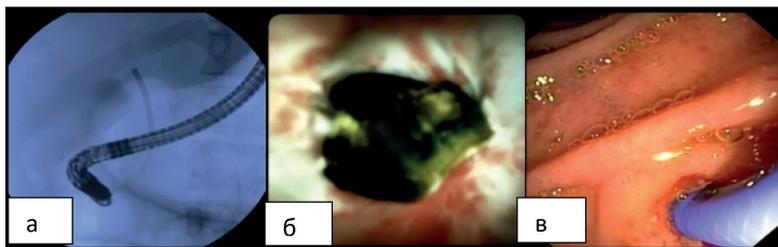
ЭРХПГ. а) рентгенологическое изображение б) холангиоскопия в) эндоскопическая картина. Визуализируется внутрипротоковый конкремент.
